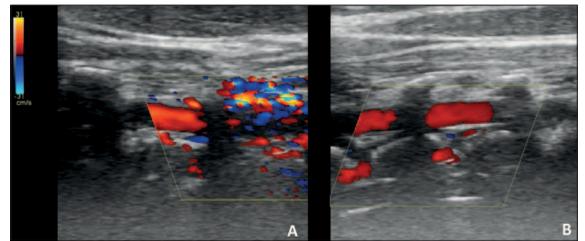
Right vertebral artery duplex ultrasonography. A: turbulent flow with high peak systolic velocity (> 300 cm/s) in V1/V2 transition; B: normal arterial flow distally to the V1/V2 transition.
